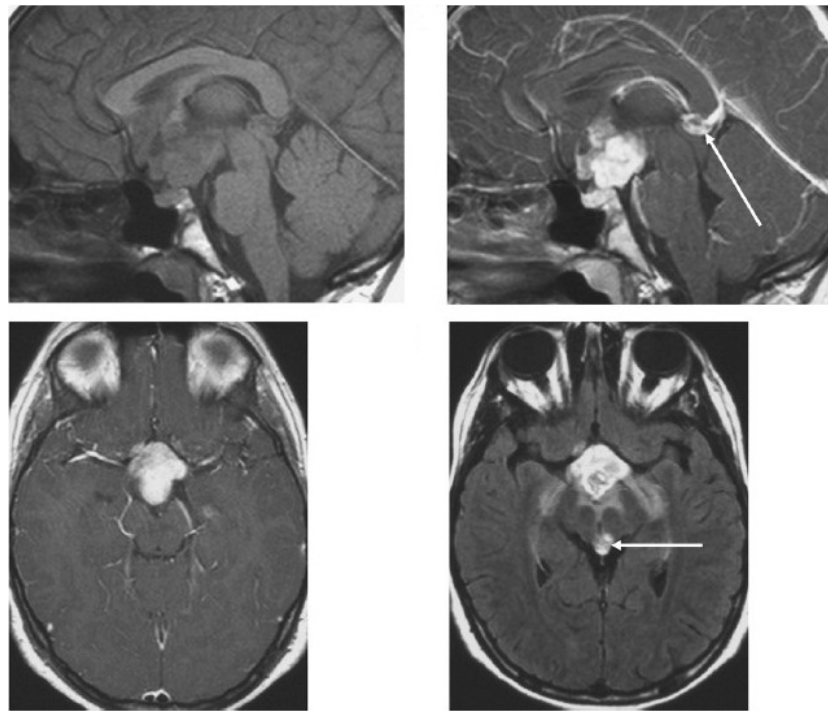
Exemple d'un germinome : Germinome bipolaire, hypothalamique et pinéal (flèche – séquence FLAIR -) [88].
